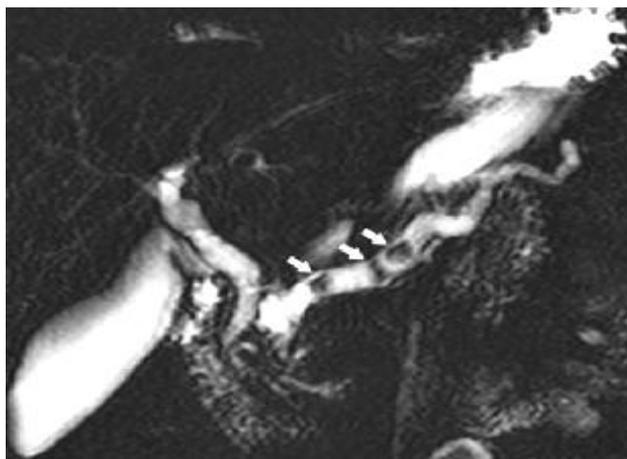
МРТ (стрелками указаны дефекты наполнения в расширенном главном панкреатическом протоке - конкременты).
